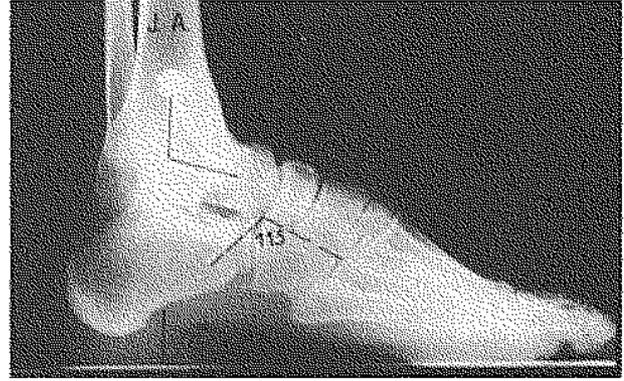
La radiographie au recul de 6 ans montre l'absence d'arthrose sous-astragaliennne et médio-tarsienne mais un creux postérieur de 5° .
